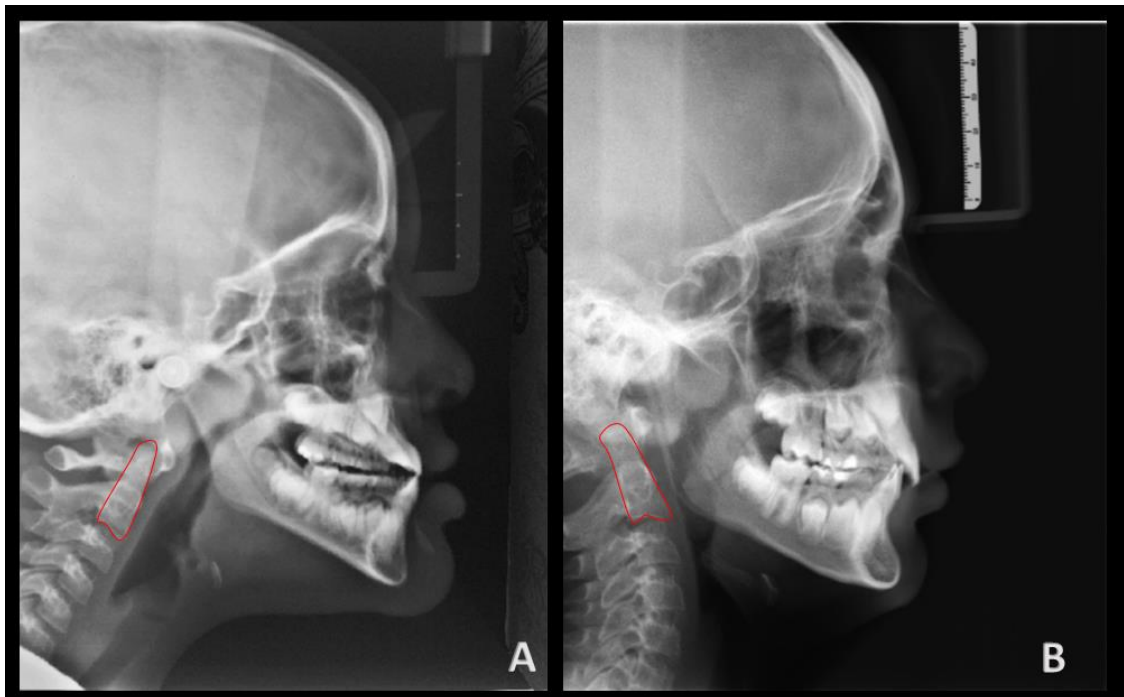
Radiografias cefalométricas de duas crianças da amostra com 8 anos de idade, e largura da nasofaringe entre 3-4mm, com compensações posturais. A) Anteriorização da cabeça: provável compensação do centro de gravidade feita pelas vértebras torácicas (Ang-cc aumentado). B) Retificação da cabeça: provável compensação do centro de gravidade feita pelas vértebras cervicais retificadas (Ang-cc diminuído).
